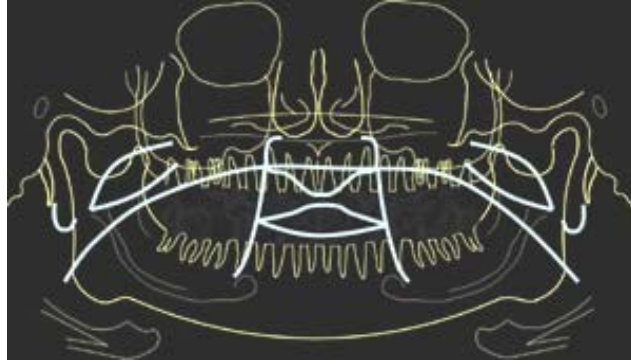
En la imagen se pueden ver representadas estructuras correspondientes a tejidos blandos que pueden ser visualizadas en las radiografías panorámicas.
